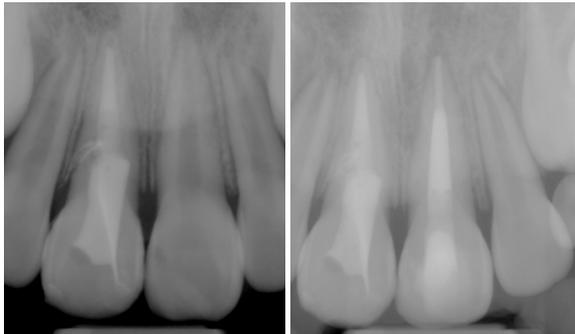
#21 근관 치료 전, 후 방사선 사진
